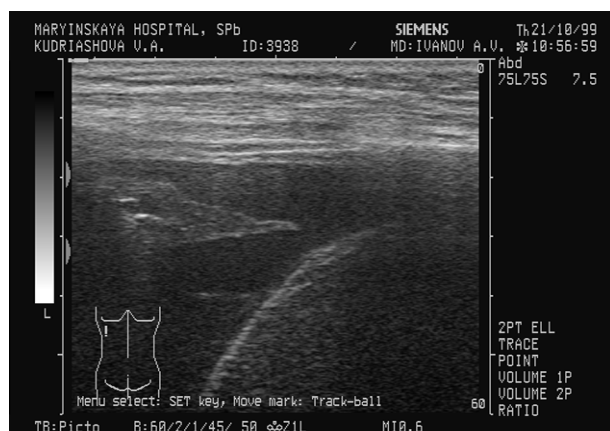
УЗИ, признаки гемоторакса
